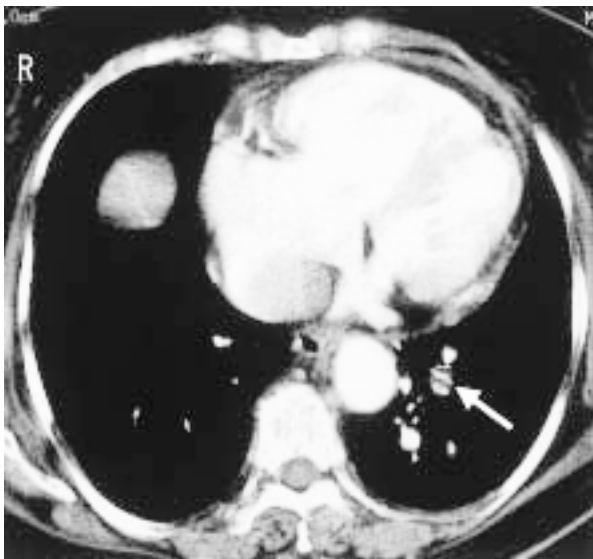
Chest computed tomography scan with contrast medium showing multiple filling defects in the bilateral bronchopulmonary segmental arteries (arrow)
